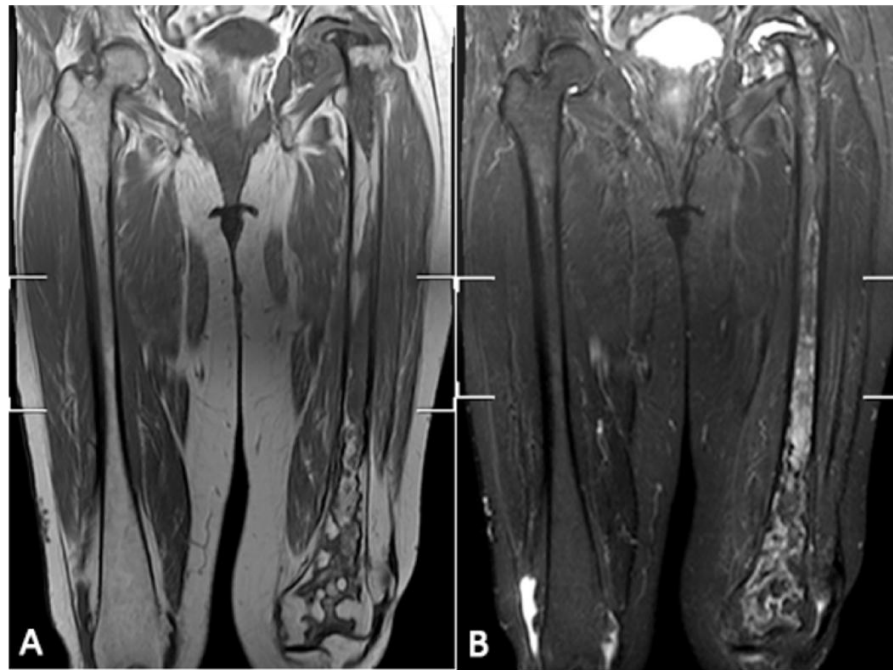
MR images in a 63-year-old woman with Gaucher's disease. (A) Coronal T1-weighted and T2-weighted (B) images of both femora were scored 5 for signal intensity and 3 for extent of involvement since infiltration of both proximal and distal epiphyses were detected, giving total femoral BMB score of 8.
